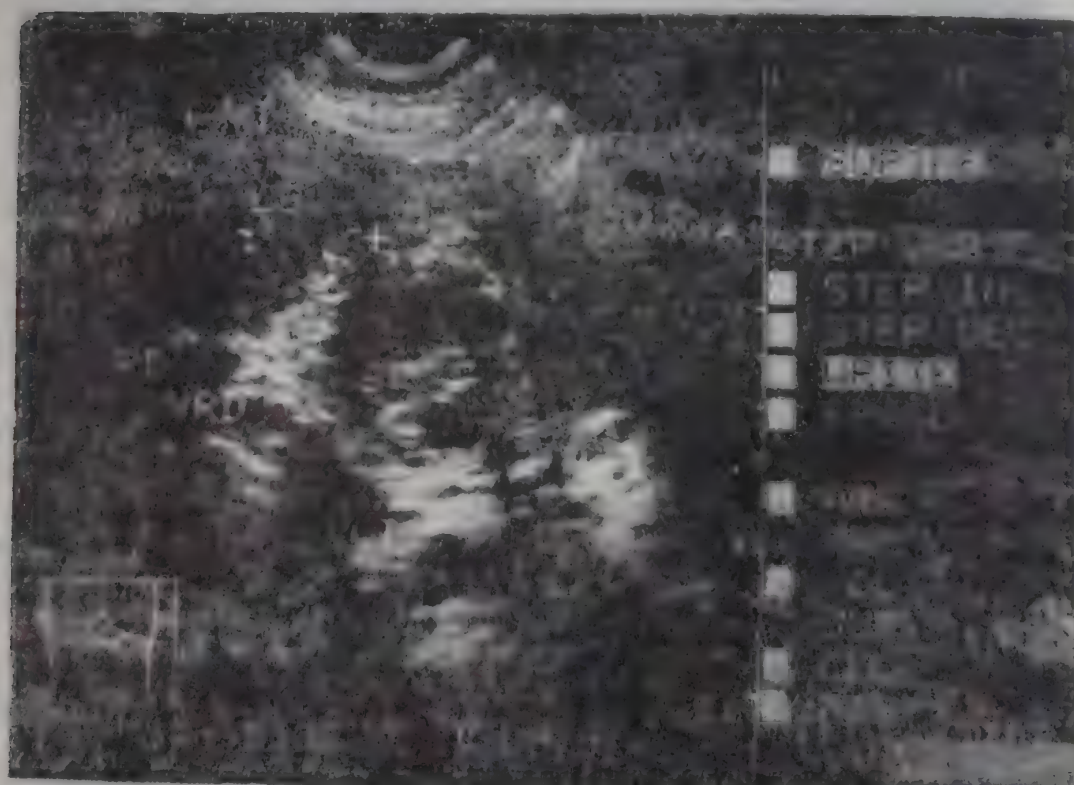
Tumoră de cap de pancreas (d=65 mm), cu structură neomogenă, compresivă pe vena cavă inferioară (VCI). Aspectul ecografic nu sugerează natura tumorii.
